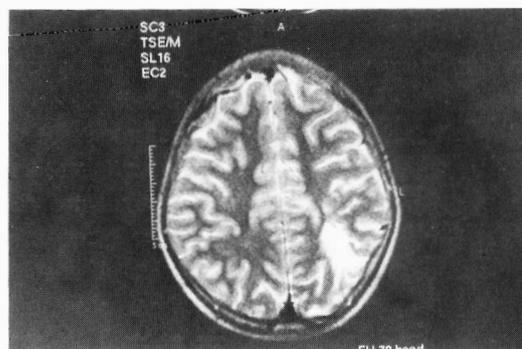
TAC cerebral: lesão displésica occipital esquerda.
